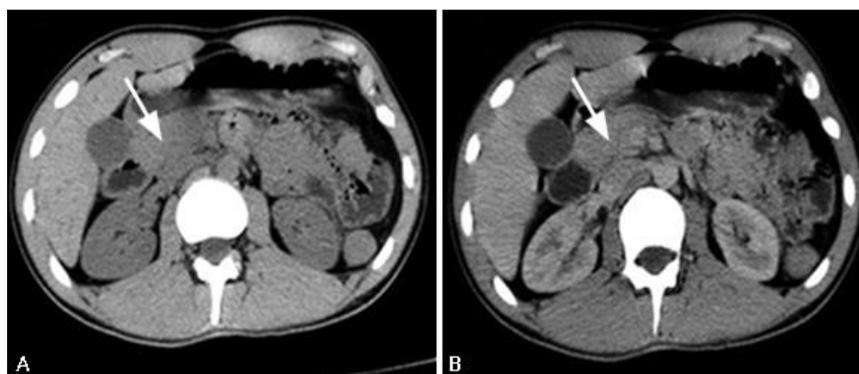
Corte axial de TAC de abdomen con contraste oral (A) y endovenoso (B).
